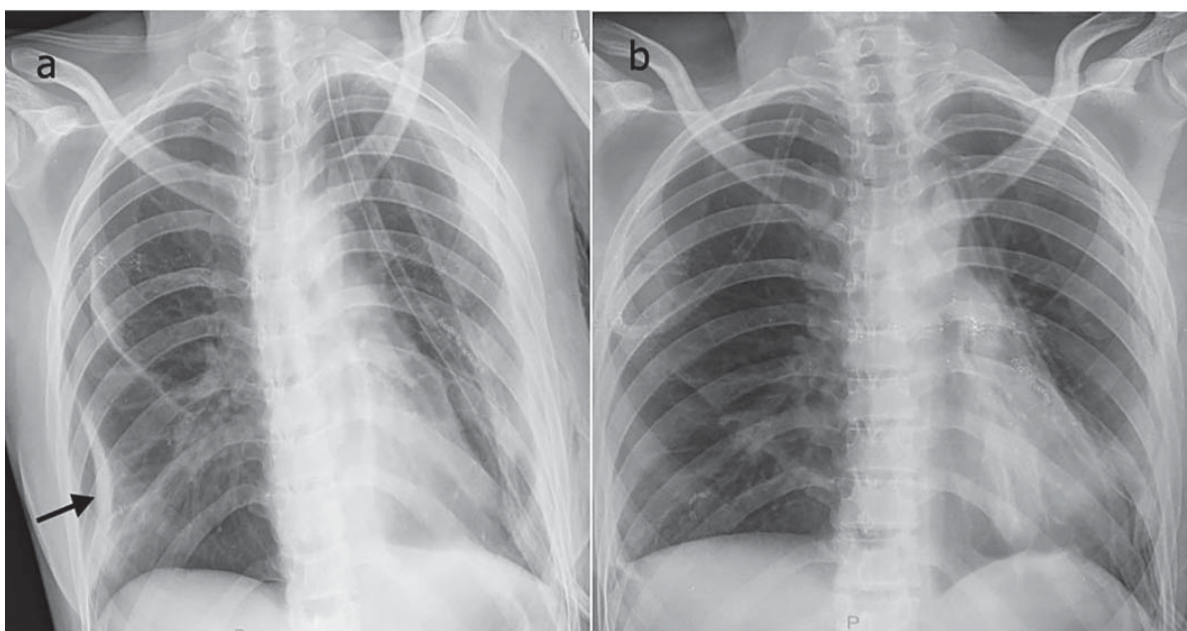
Рентгенографія ОГП хворої А: а — правосторонній рецидивуючий пневмоторакс до дренивання правої плевральної порожнини, б — після дренивання органів грудної порожнини
